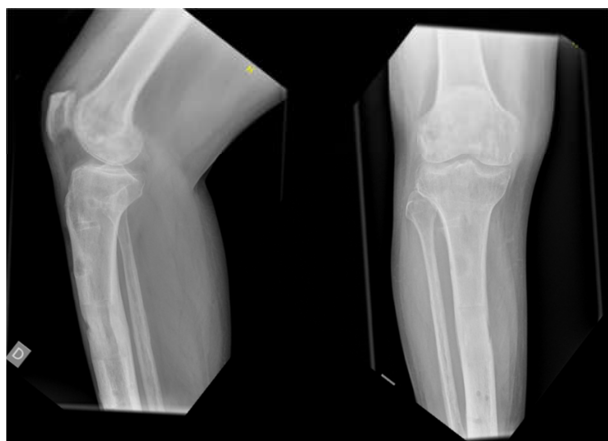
Radiografías a los 12 meses en las que se observa el regenerado óseo corticalizado completo.
